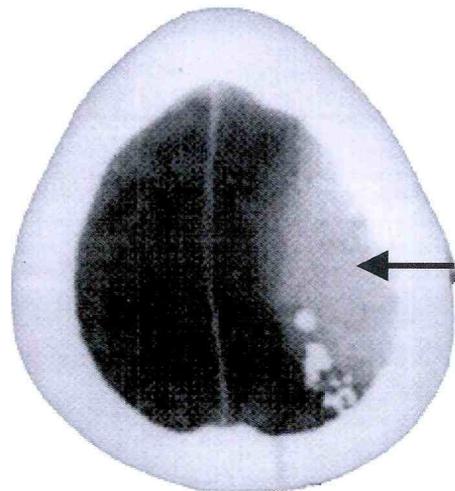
Tomografia de crânio – área hiperatenuante com calcificações periféricas na convexidade fronto-parietal esquerda (seta), que não apresentou modificação após uso de contraste.
